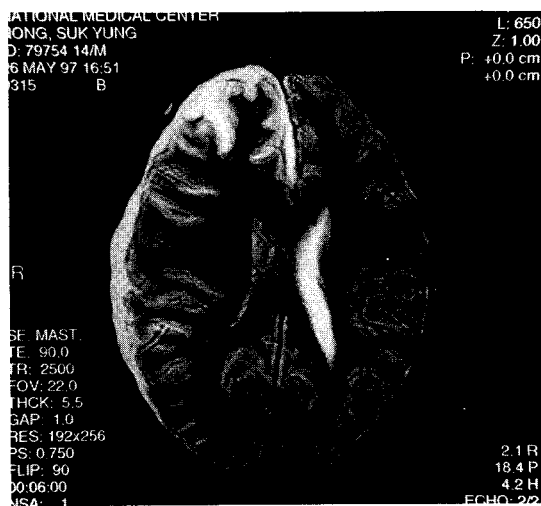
MR image on admission, T₂- weighted image, showing a hypodense lesion.
